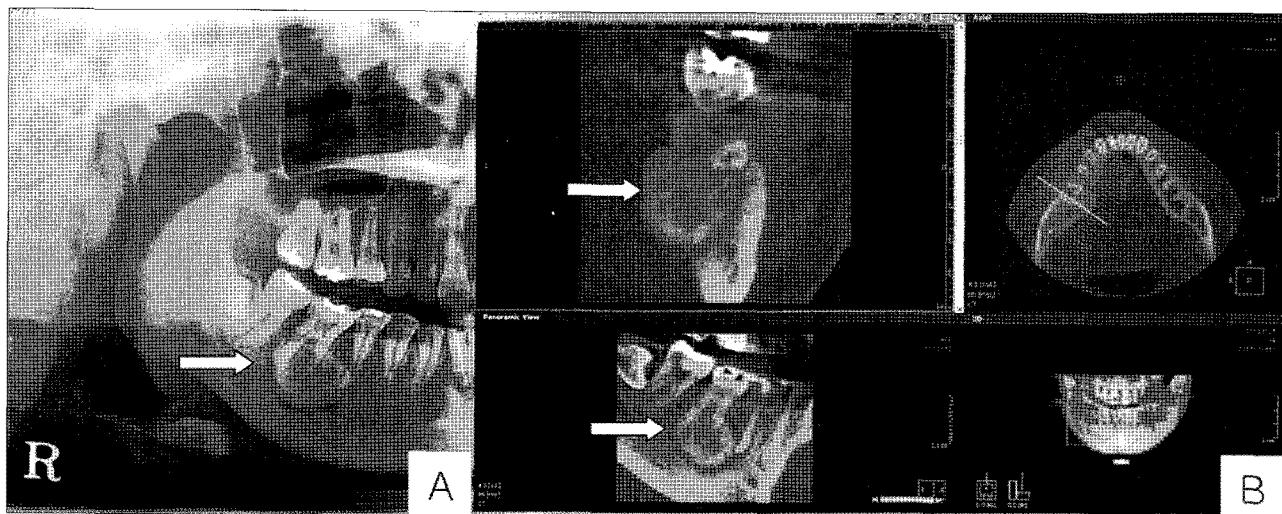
Preoperative radiographic findings (case 2). A; Panoramic view of radiopaque lesion of #46 area. See arrow. B; CT images of the tumor. Teeth is not related to the tumor. See arrow.
